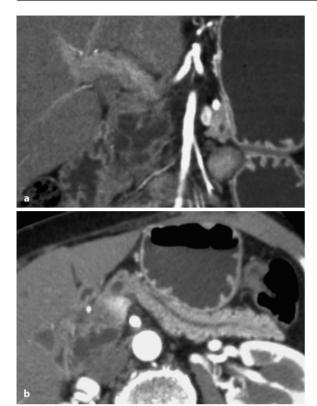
a, b. In der CT zystisch imponierende Raumforderung im Processus uncinatus mit leichter Erweiterung des Hauptgangs bei IPMN
